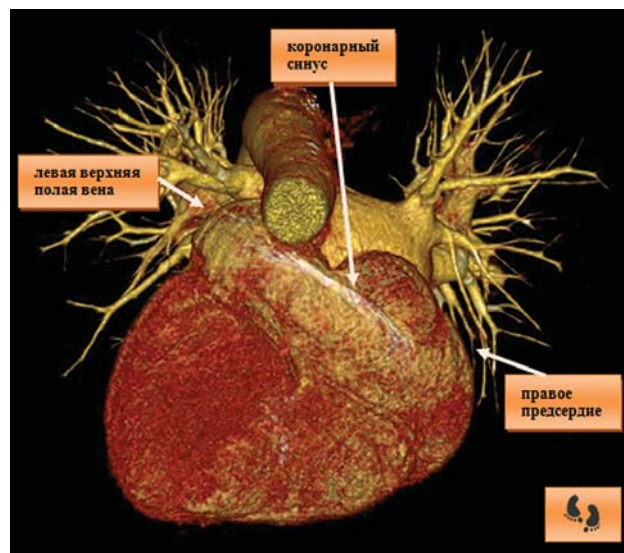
Мультифазная компьютерная томография-ангиография с контрастированием (вид сзади) - левая верхняя полая вена впадает в расширенный коронарный синус
